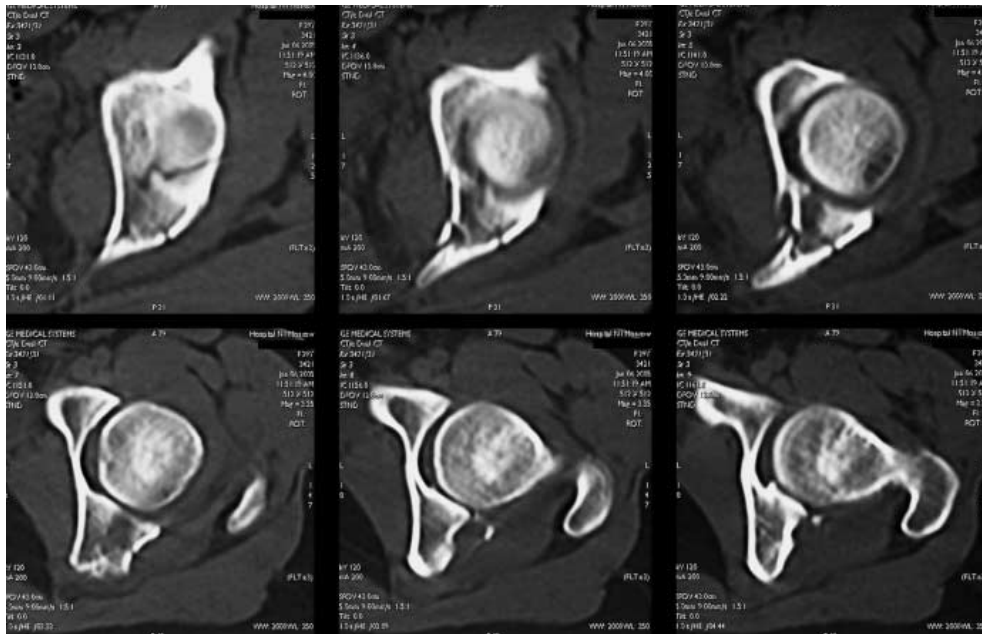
Больная Б., 28 лет. Компьютерные томограммы правого тазобедренного сустава.
